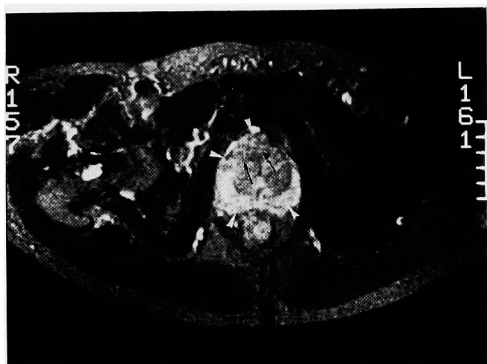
T2-WI of MRI of a total prostatectomy case: Cancer in the outer zone showed lower intensity than the normal outer zone (arrowhead), and a part of the border line between the internal and the outer zone was destructed (arrow) where cancer invaded into the internal zone from the outer zone.
